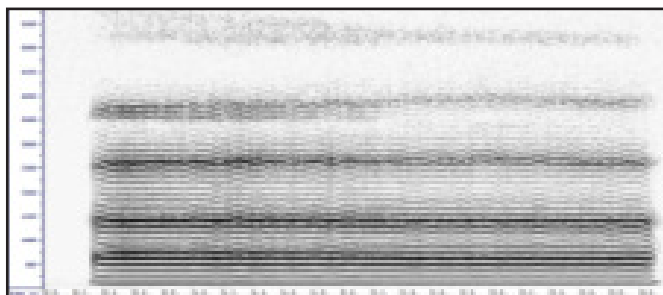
Sonograma de banda estrecha (45 Hz / 30 ms).
